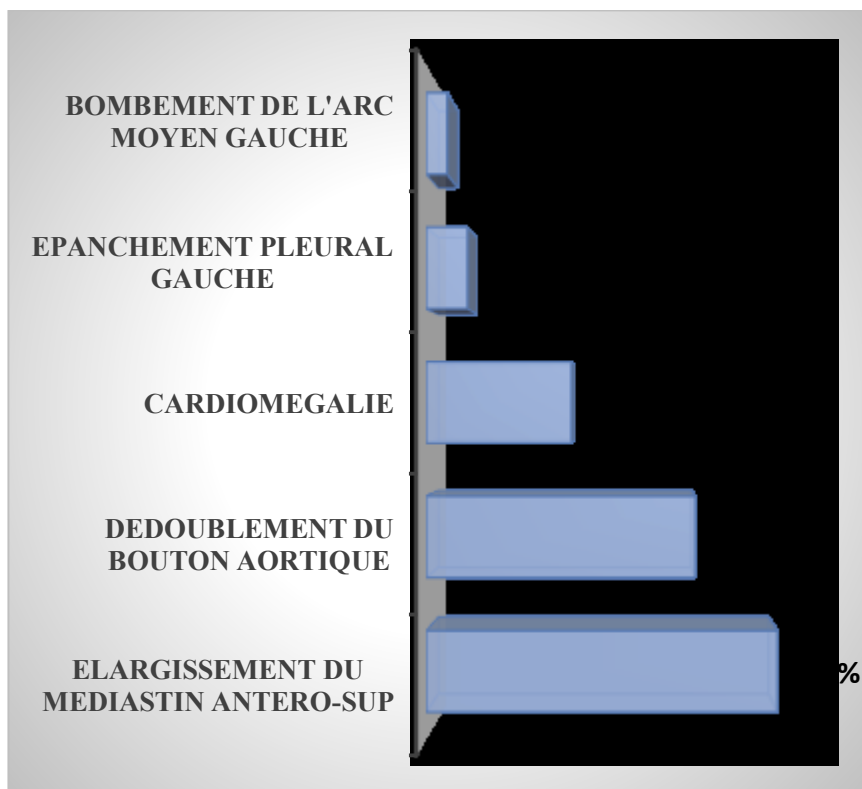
Répartition des patients selon les résultats de la radiographie thoracique de face
